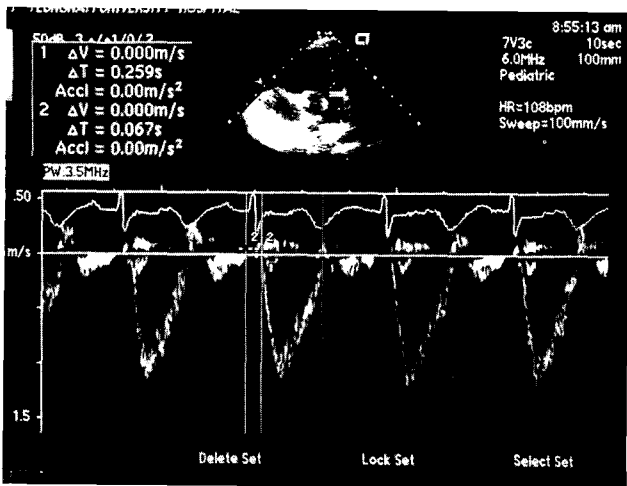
Pulsed Doppler measurement of the PEP/ET from the RVOT flow velocity form.(PEP,pre-ejection period; ET,ejection time; RVOT,right ventricular outflow tract)
